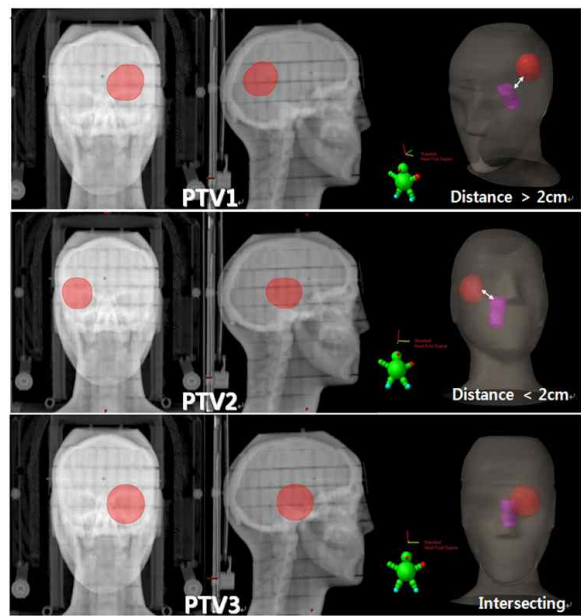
Frontal CT images (left) and sagittal CT images (middle) of the virtual targets' location and 3D relationship(Right) with OAR: (top) beyond 2 cm distance from the OAR; (middle) within 2 cm distance from the OAR (bottom) interSecting with the OAR.
